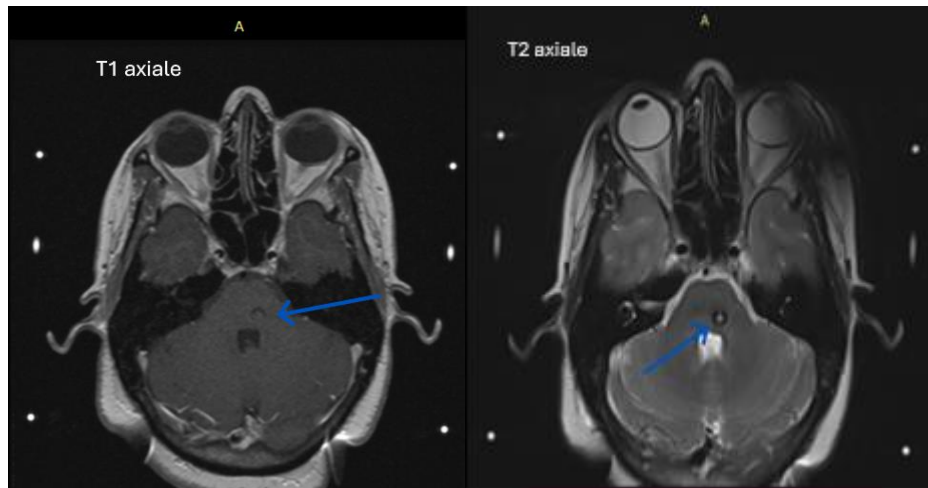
IRM encéphalique de contrôle après 1 an de la patiente D.A en coupe axiale pondérée T1 et montrant la persistance du cavernome protubérantiel (flèche bleu)
